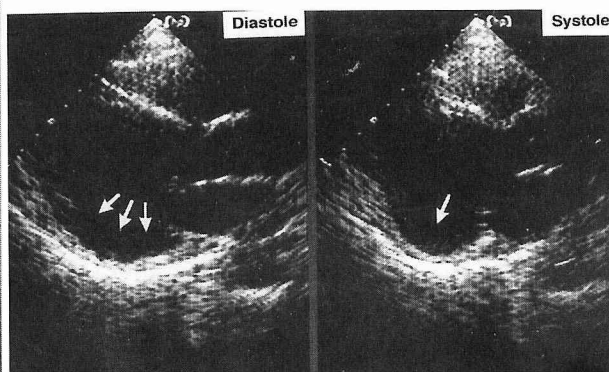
患者18の心臓超音波検査所見 (B モード)
